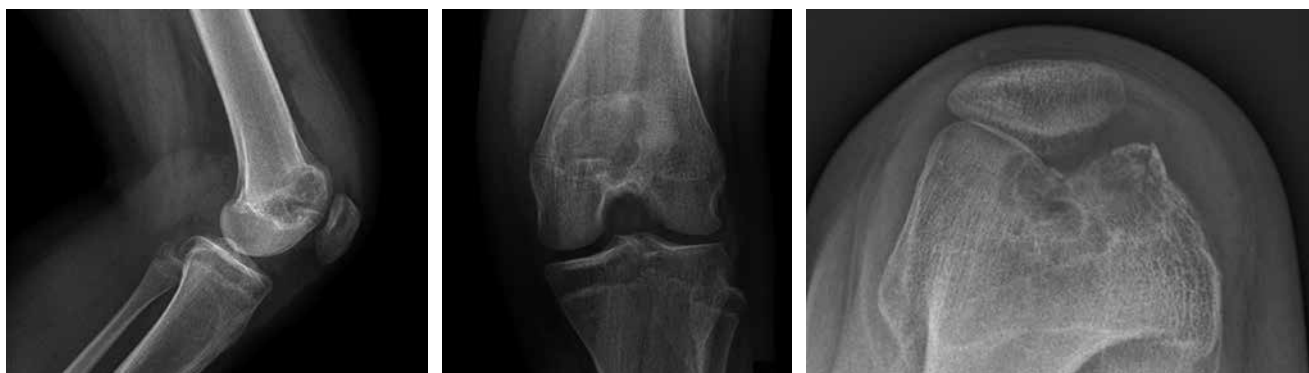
Radiografía anteroposterior y lateral de rodilla izquierda: fractura en hueso, lesión lítica bien delimitada, con calcificaciones centrales, rodeada por un borde esclerótico delgado sin reacción cortical, con un patrón de *pop-corn* similar al de un condroblastoma.
